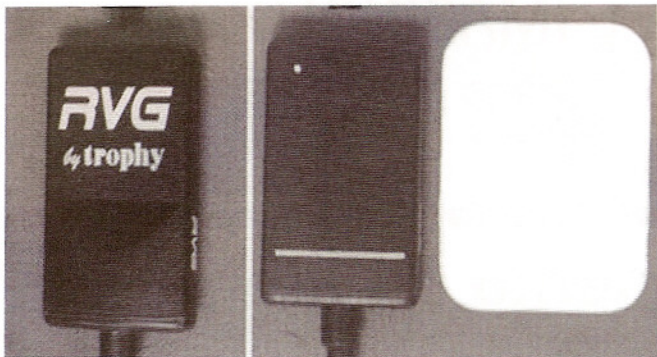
Sensor digital do sistema RVG-ui com 20 pI/mm (esq.) e comparação entre sensor e filme periapical tamanho standard (dir.).
